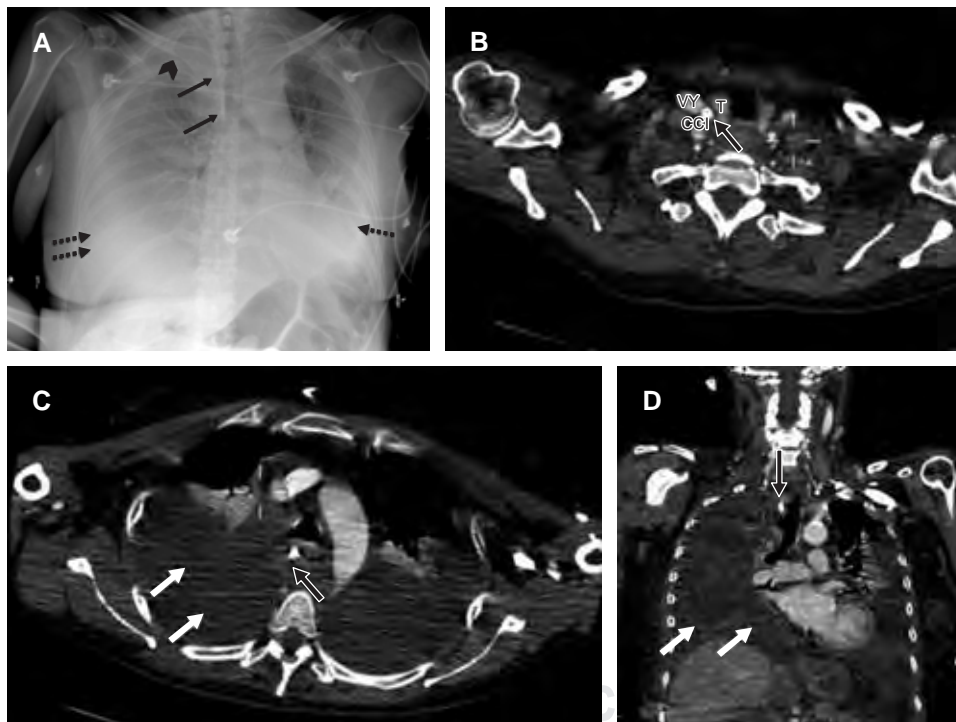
Femenino de 54 años con presencia de laceración vascular. A) Radiografía portátil, muestra catéter central anterior a la columna dorsal y sobrepuesto a la línea paratraqueal derecha (flecha negra), disminución de la expansión pulmonar derecha asociado a radiopacidad mal definida (punta de flecha). También se aprecia derrame pleural bilateral (flechas punteadas). B, C) Imágenes axiales de tomografía contrastada de tórax del mismo paciente, comprobando la presencia de catéter (flecha negra) de acceso yugular derecho que atraviesa la vena yugular interna entre el lóbulo tiroideo derecho (T) y la carótida común ipsilateral (CC) y reconstrucción coronal D) que se dirige a mediastino superior, el extremo distal se localiza paratraqueal derecho. Coexiste extenso derrame pleural bilateral (flechas blancas).
